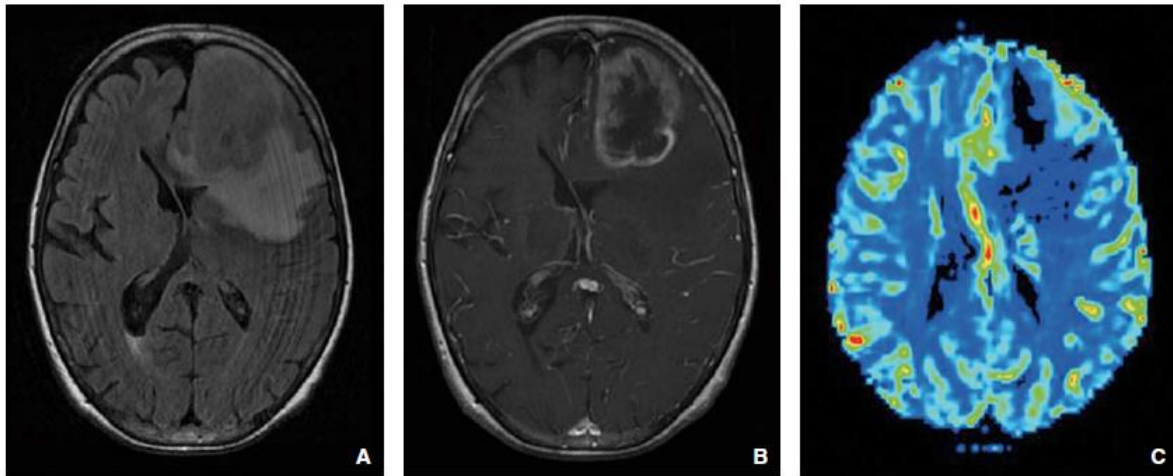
MC unique explorée en I.R.M. à multi modalité révélatrice d'une néoplasie pulmonaire métastatique (foie, os). A : coupe axiale transverse I.R.M. de l'encéphale en pondération T2 FLAIR montrant un processus intra-axial frontal gauche associée à une plage d'œdème péri lésionnel, avec effet de masse sur les structures médianes. B : coupe axiale à même hauteur, en pondération T1 après injection de produit contraste, mettant en évidence un rehaussement périphérique de la lésion, avec centre en hypo signal d'allure nécrotique. C : cartographie de la perfusion de premier passage à hauteur de la lésion, ne montrant pas de majoration de la perfusion en regard de la lésion, avec au contraire diminution de la perfusion. Pas de majoration du débit sanguin cérébral local. Pas de néoangiogenèse. (Images issues de l'EMC : métastases cérébrales) (8)
